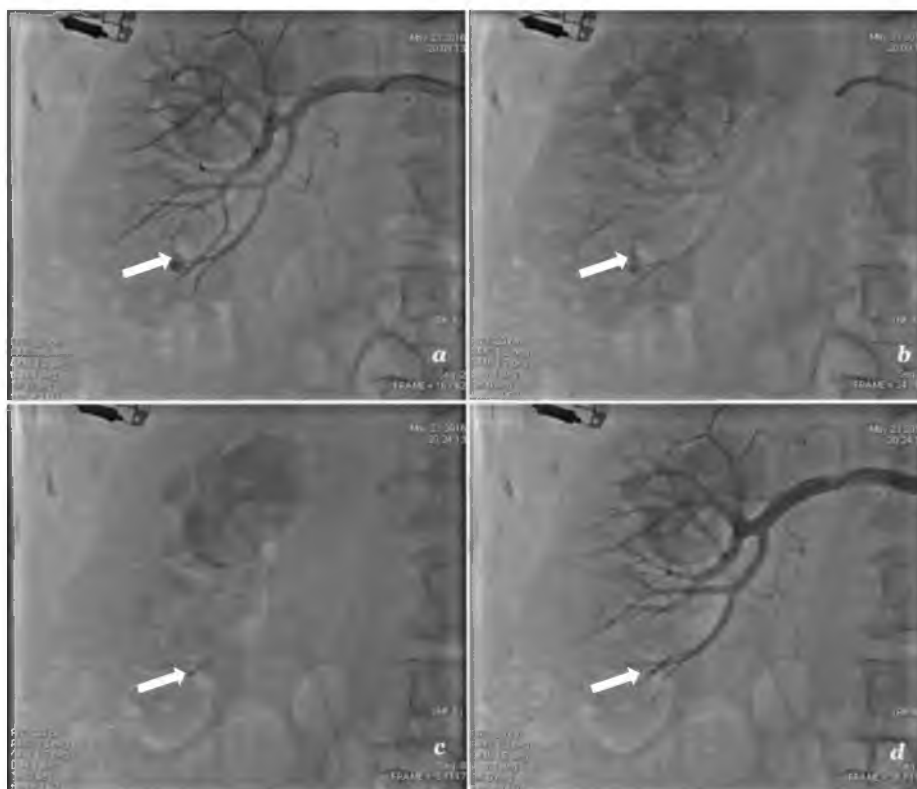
Этапы эндоваскулярного гемостаза у пациентки М. с отсроченным кровотечением после ПНЛТ: а и б – почечная артериография справа, сброс контраста в полость нижней чашечки правой почки в области перкутанного доступа (помечен стрелкой); с – рентгеноскопия после суперселективной эмболизации артерии 5 порядка препаратом рентгенконтрастным ONXX (выполняет просвет сосуда, помечен стрелкой); д – контрольная почечная артериография справа, патологический сброс контраста не определяется (эмболизированный сосуд помечен стрелкой)
